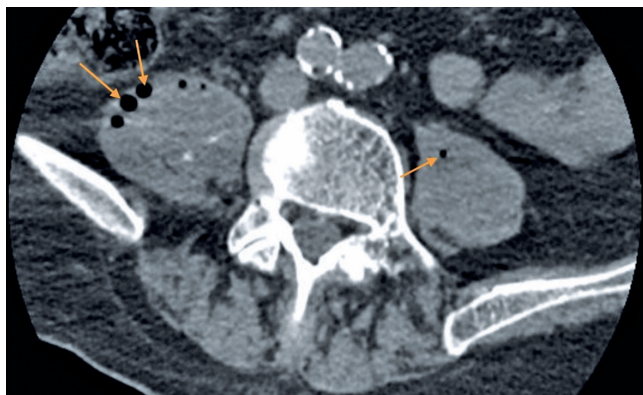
TC de coluna lombo-sacra janela de tecidos moles. A figura 1, no corte axial, apresenta coleções hipodensas com focos aéreos e material denso - calcificações no ventre do músculo psoas bilateral. Focos de gás no músculo psoas estão identificadas nas setas amarelas.
